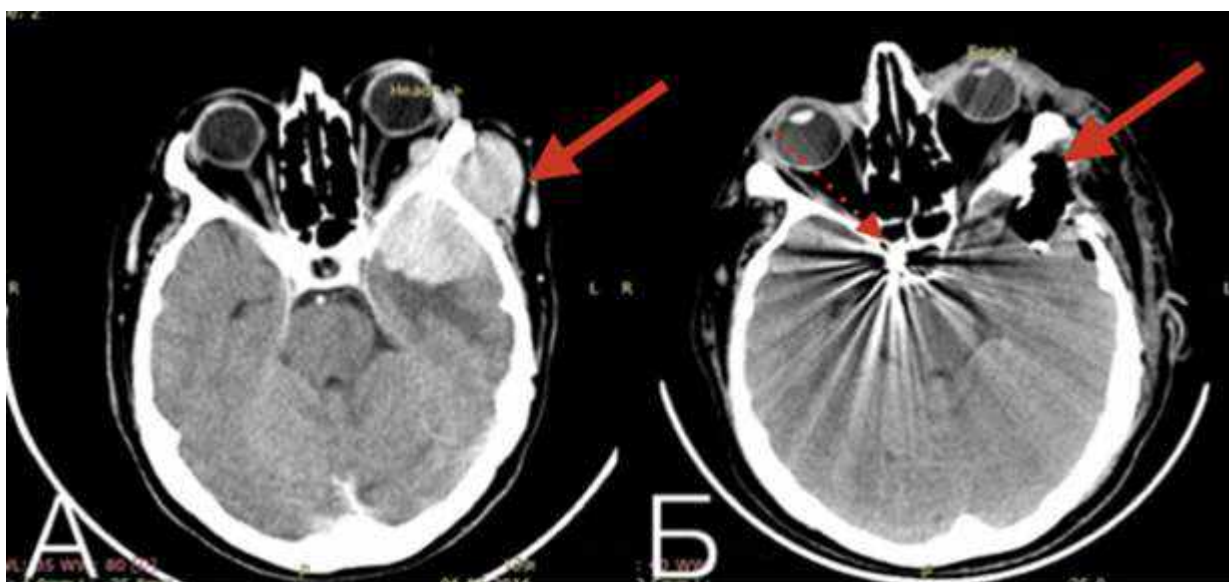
Спостереження №75. КТ хворої С-ак, 37 років, історія хвороби №13894. КОМ (А). Післяопераційна КТ (Б)
